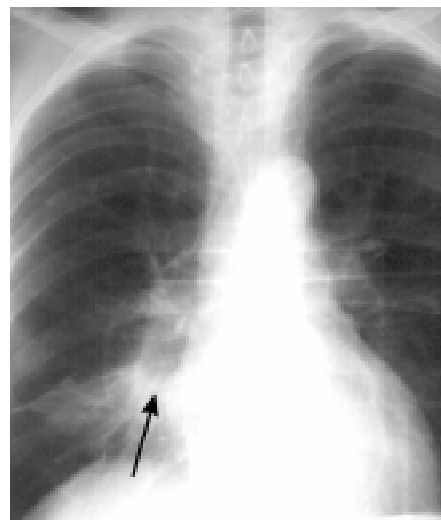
На рентгенограмі спостерігається притягнення медіастинальної плеври. Після операції встановлено плоскоклітинний рак середньої частки правої легені з ураженням перикарда
